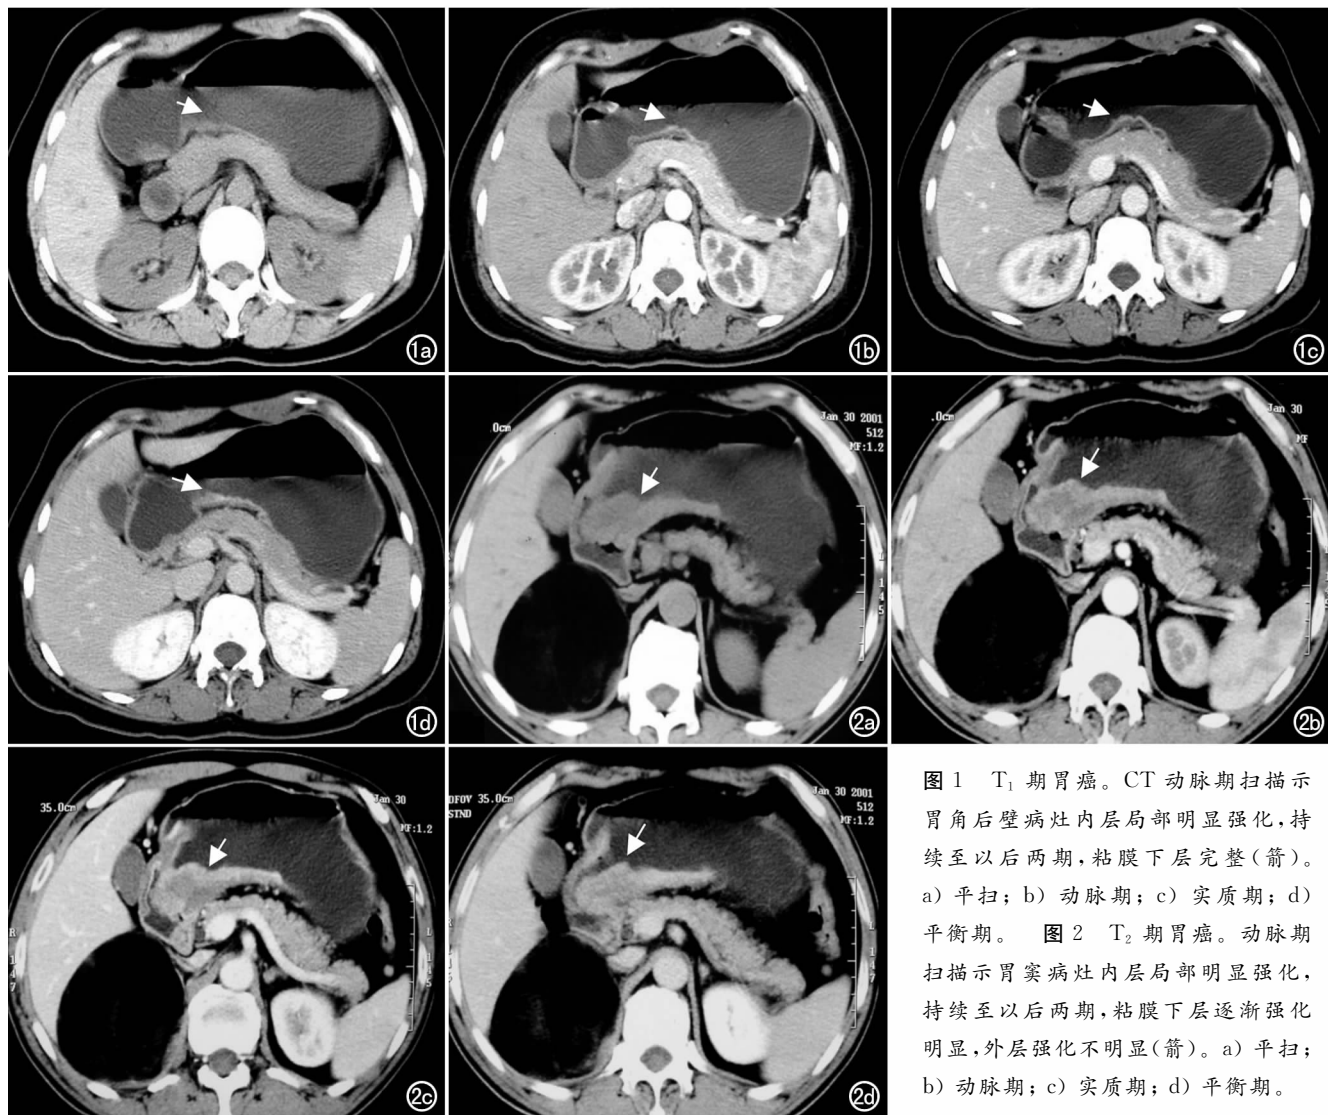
T_1 期胃癌。CT 动脉期扫描示胃角后壁病灶内层局部明显强化,持续至以后两期,粘膜下层完整(箭)。a) 平扫; b) 动脉期; c) 实质期; d) 平衡期。图 2 T_2 期胃癌。动脉期扫描示胃窦病灶内层局部明显强化,持续至以后两期,粘膜下层逐渐强化明显,外层强化不明显(箭)。a) 平扫; b) 动脉期; c) 实质期; d) 平衡期。
